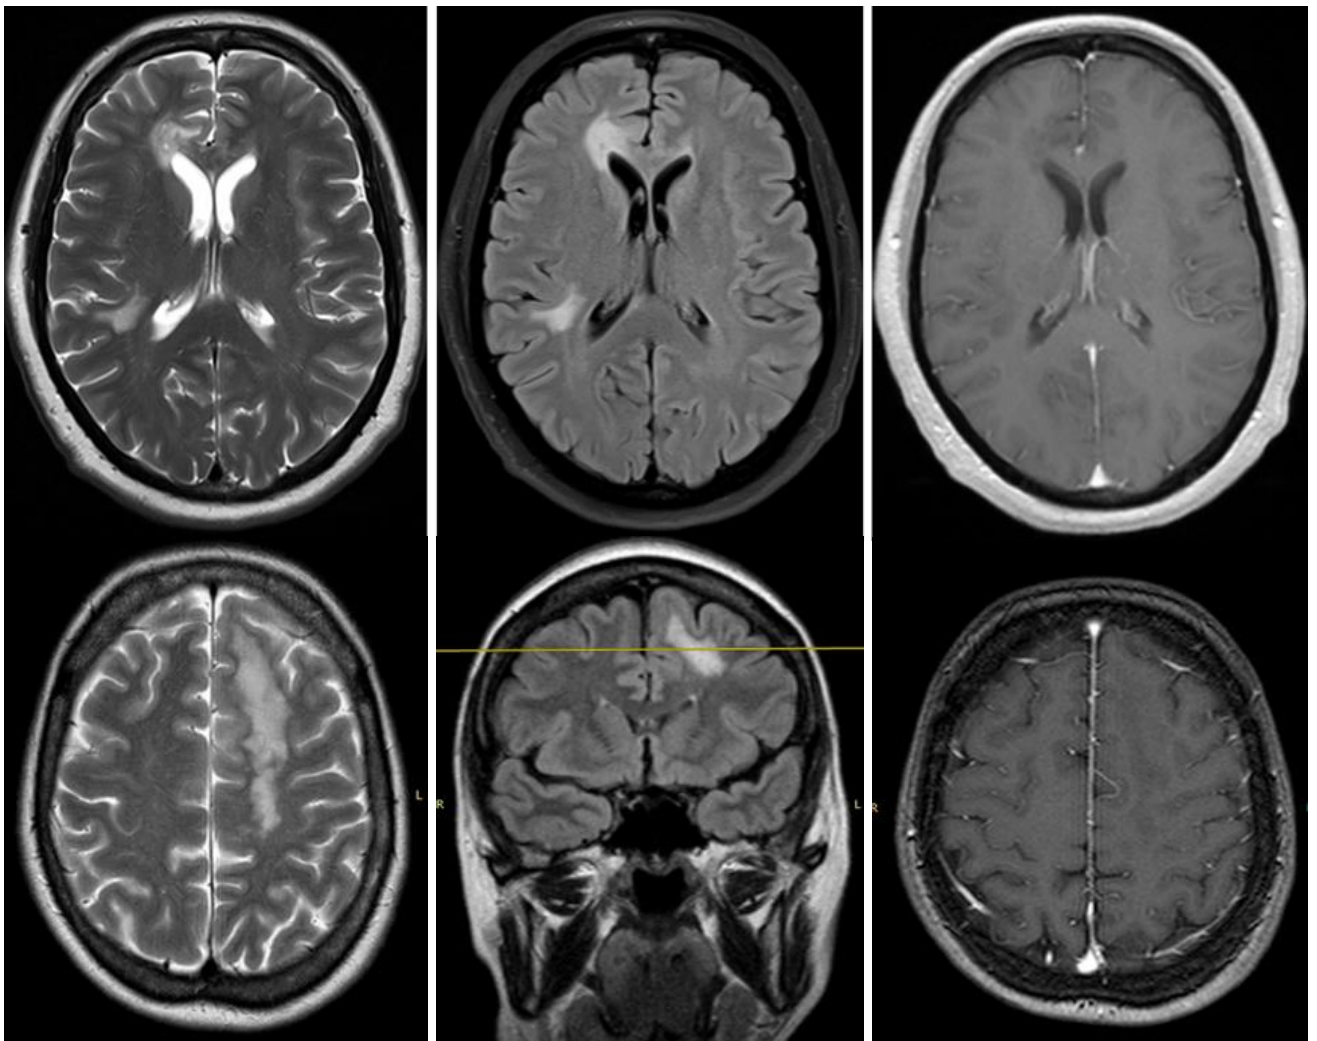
№2. МРТ-паттерн поражения головного мозга – Атипичная диффузная демиелинизация. Слева направо: T2, T2FLAIR, T1 с КУ.
